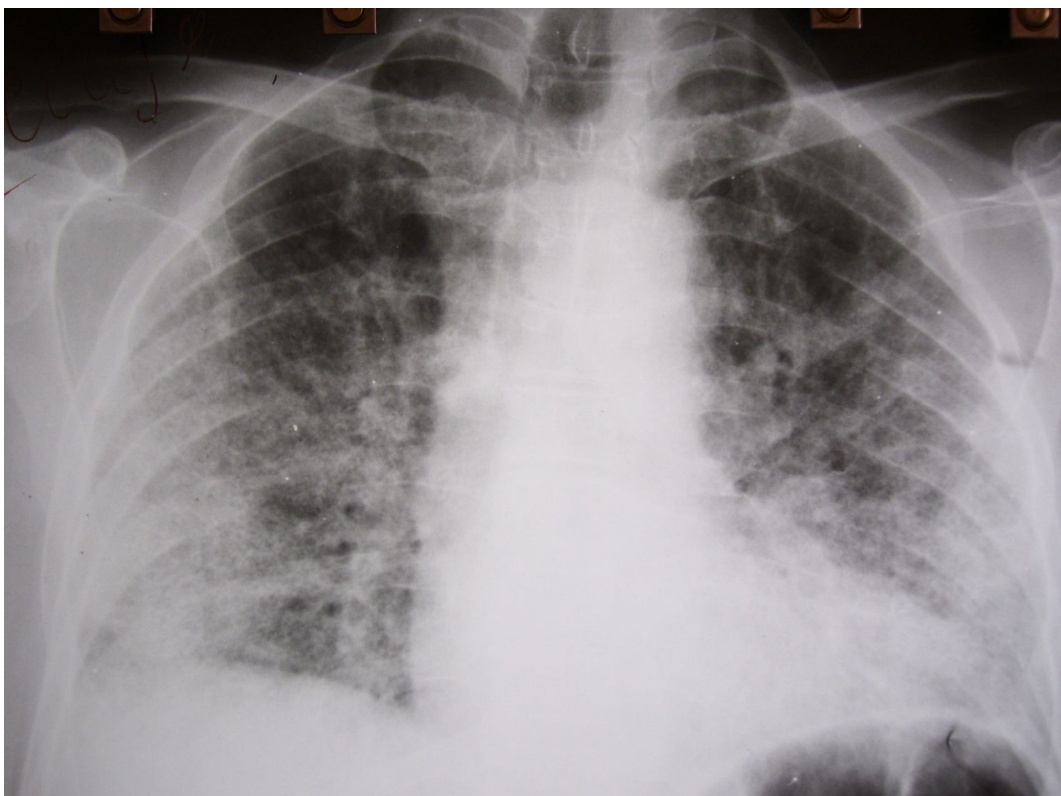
Рентгенограмма б-го К. при поступлении. Картина диссеминированного процесса.
